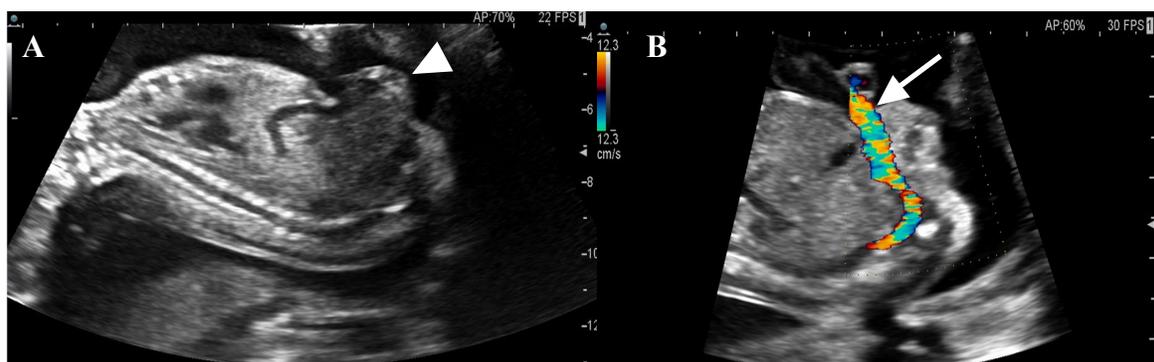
Corte sagital de abdomen fetal se evidencia ausencia de vejiga e imagen heterogénea que protuye a nivel infraumbilical sugestiva de extrofia vesical (punta de flecha). Figura 1B: Al color *doppler*, se evidencia cordón umbilical. (Flecha completa).
